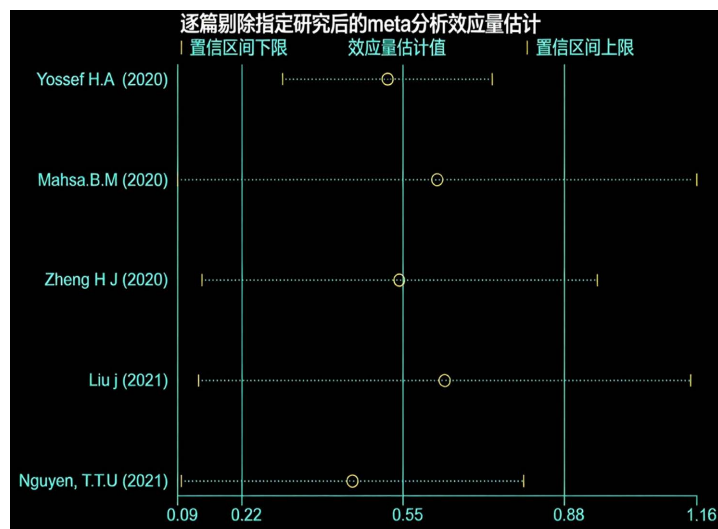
Sensitivity analysis of TAC
